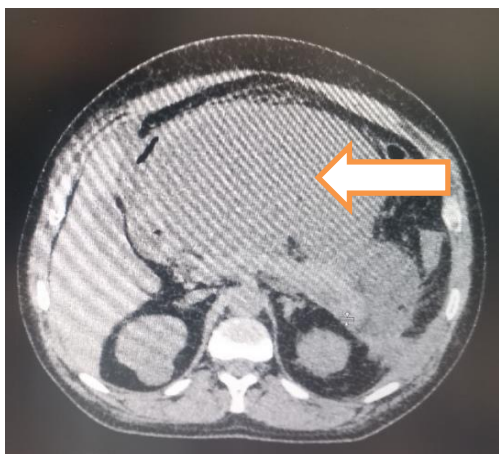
Этапы пункционно-дренирующего лечения пациентки основной группы К., 37 лет, с инфицированным отграниченным панкреонекрозом. А - КТ до пункции, образование отмечено стрелкой; Б - КТ через 2 недели после пункции и дренирования; В - фистулограмма остаточной полости после дренирования; Г –контрольная КТ через 1 месяц перед удалением дренажа.
